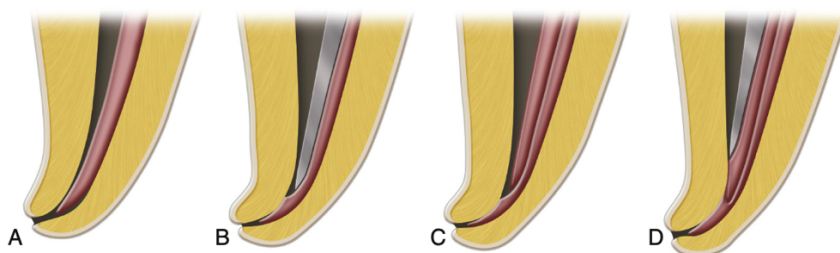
Passos da técnica de condensação lateral ao frio. Na imagem A, o cone principal está adaptado ao CT do canal radicular. Na imagem B é inserido um espalhador a 1 ou 2 mm do CT. Na imagem C, o espalhador é removido e inserido um cone acessório no espaço criado. Na imagem D, o mesmo processo é repetido (Torabinejad et al., 2021).
